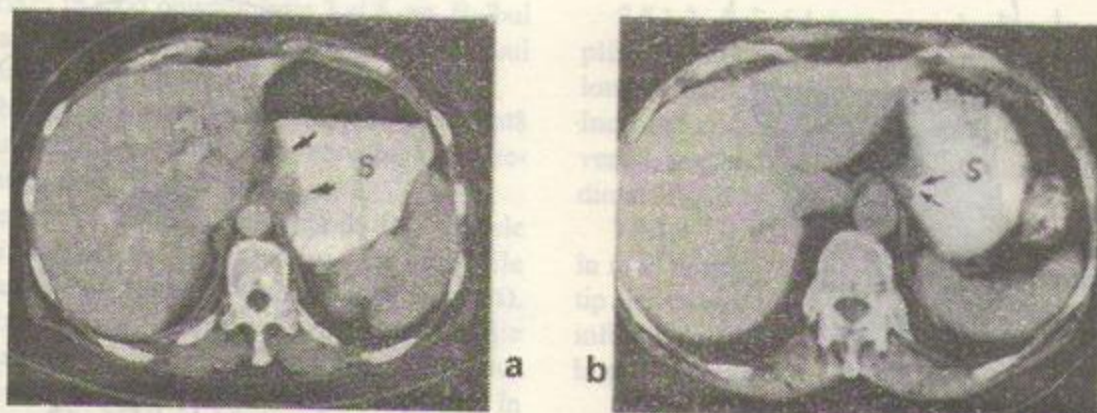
În a, secțiune CT evidențiind un cancer vegetant al cardiei; în b, aspect normal al orificiului cardiei. S: stomac
